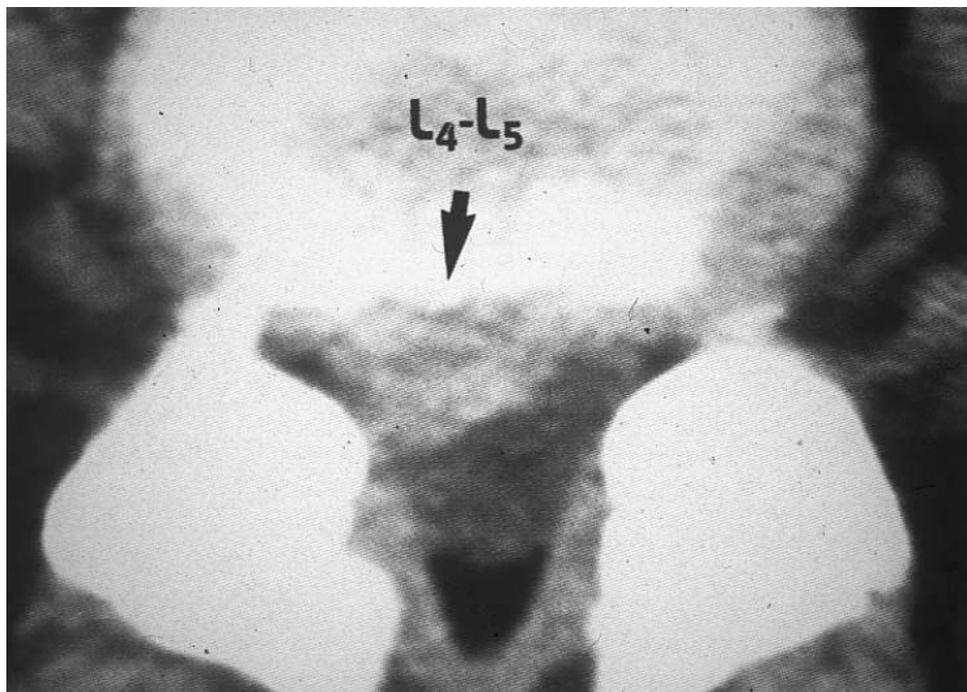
TDM du rachis lombosacré en fenêtre parenchymateuse avec une coupe axiale montrant une hernie discale L4-L5 droite [23].
